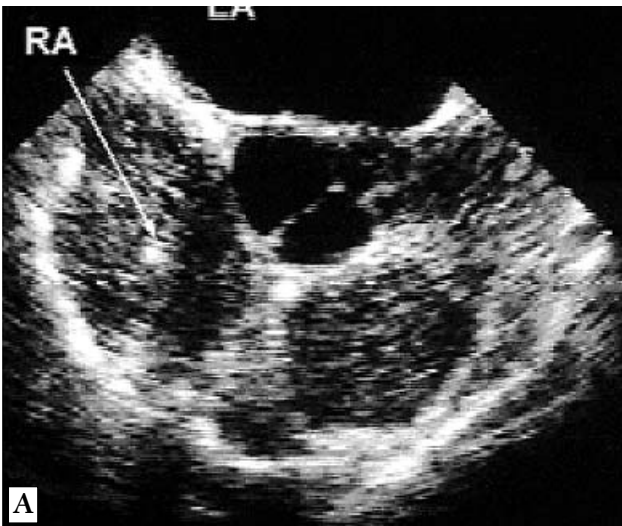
Контрастная эхокардиография: А — в норме; Б — появление пузырьков в левом предсердии после внутривенного введения контраста у больного с ГПС
